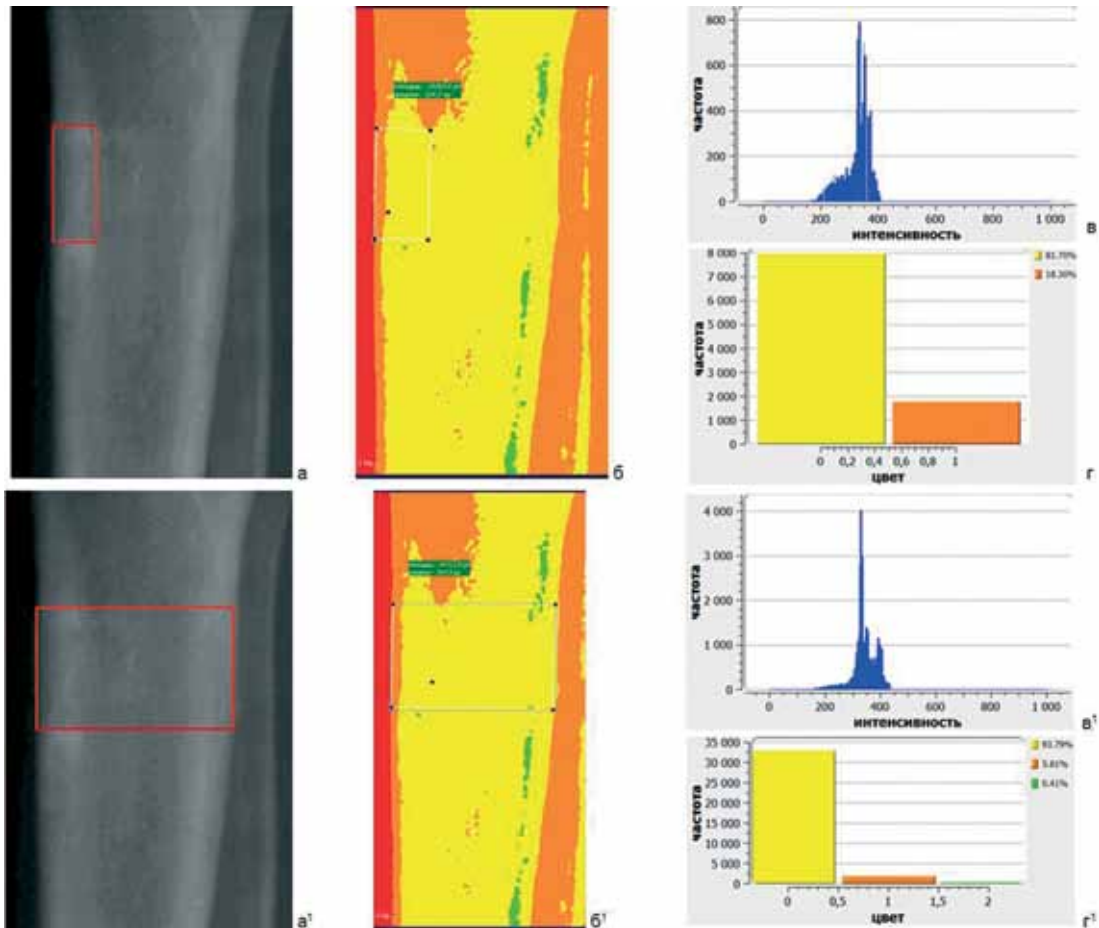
Фрагменты рентгенограмм голени пациента С., 15 лет, через два года после удлинения голени в боковой проекции: а, б – фрагмент регенерата; в – гистограмма; г – цветовое контрастирование; б¹ – весь регенерат – с использованием цветных таблиц; в¹ – гистограмма; г¹ – цветовое контрастирование
